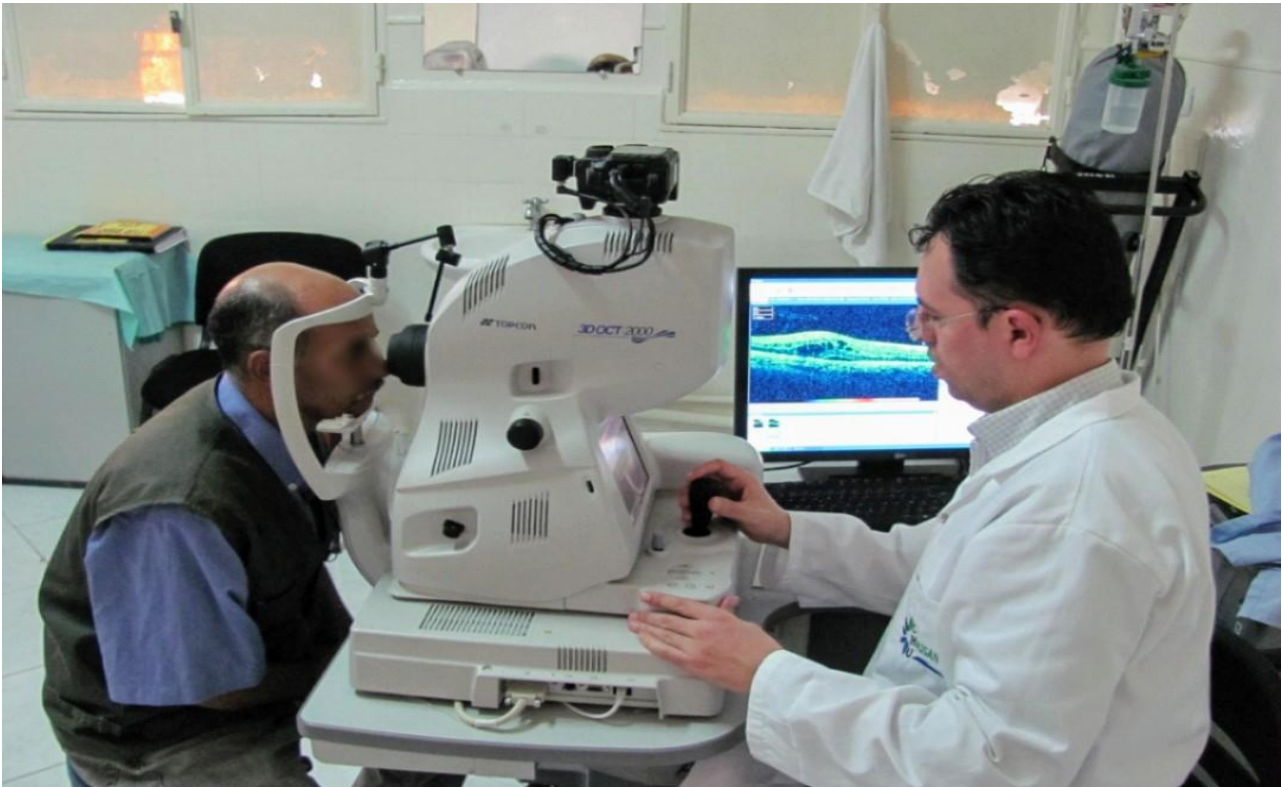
Tomographie en Cohérence Optique
